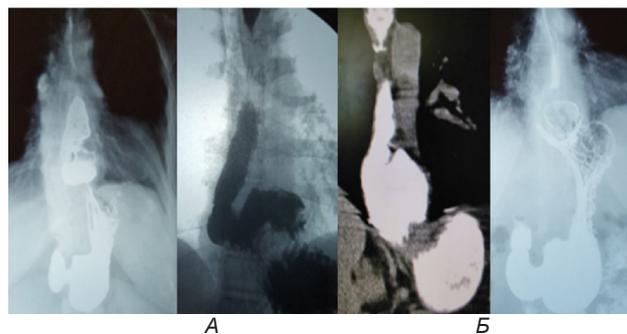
Рентгенограмма и КТ – А) рецидив грыжи после фундопликации по Ниссену: соскользнувшая фундопликационная манжетка расположена в средостении; Б) феномен «песочных часов»
